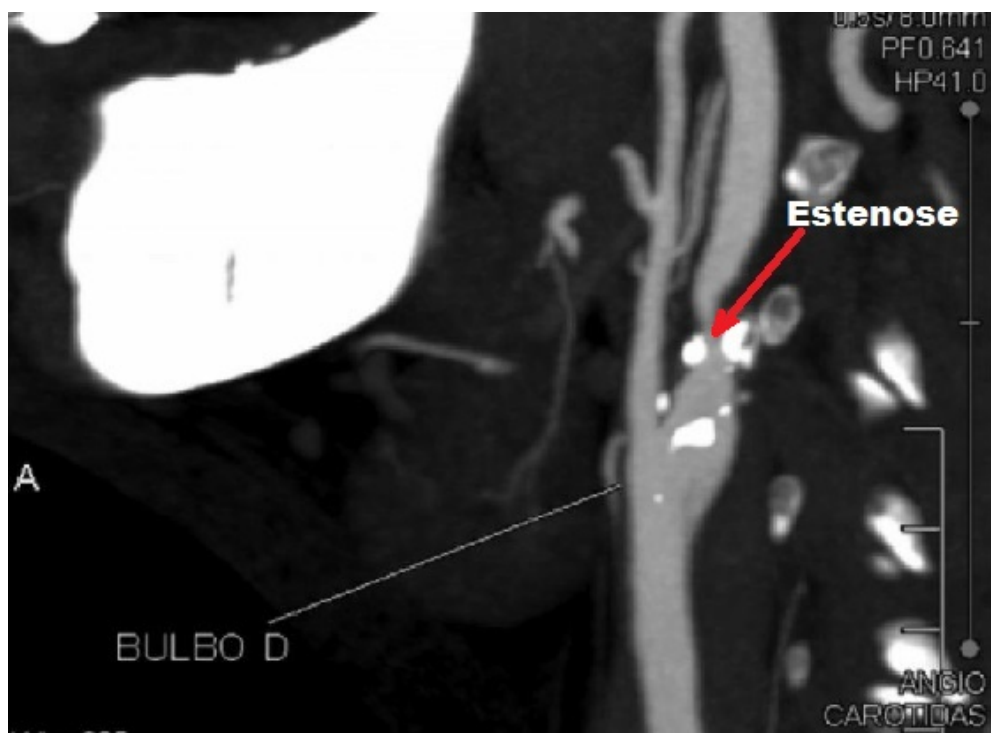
Exemplo de um exame de angiotomografia mostrando uma estenose na artéria carótida.
